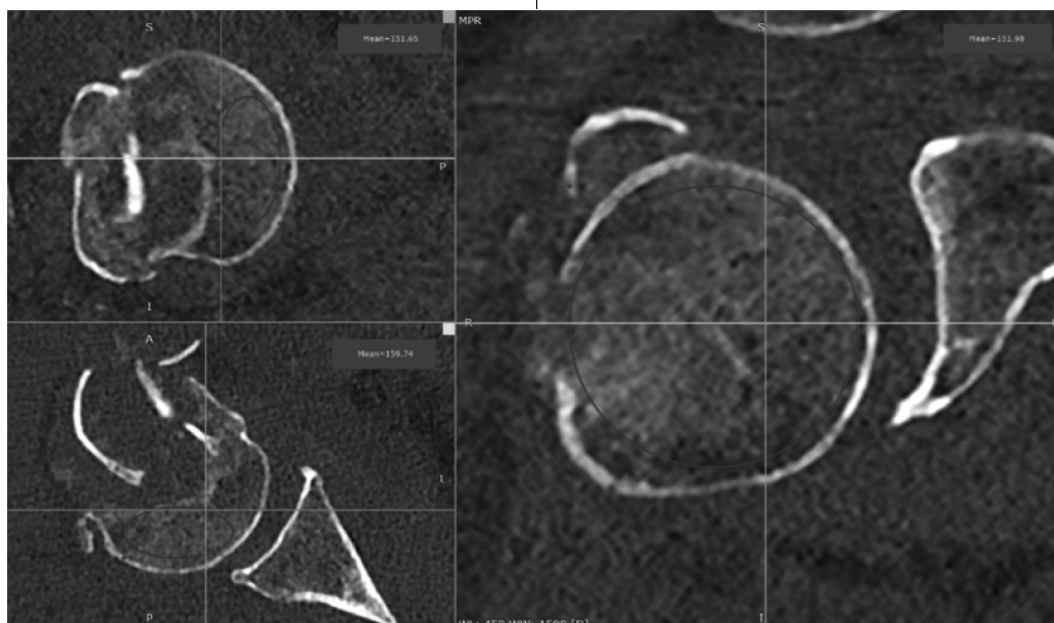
Расчёт единиц Хаунсфилда отломка плечевой кости по данным КТ
